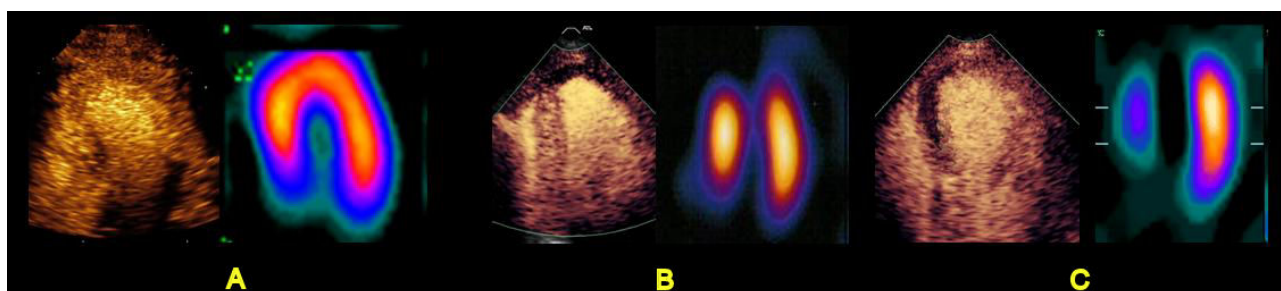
Observa-se concordância na análise de perfusão e identificação de defeitos de perfusão entre a ECM e o SPECT. Em A observa-se perfusão normal, em B defeito fixo apical e em C defeito fixo anterior extenso.
